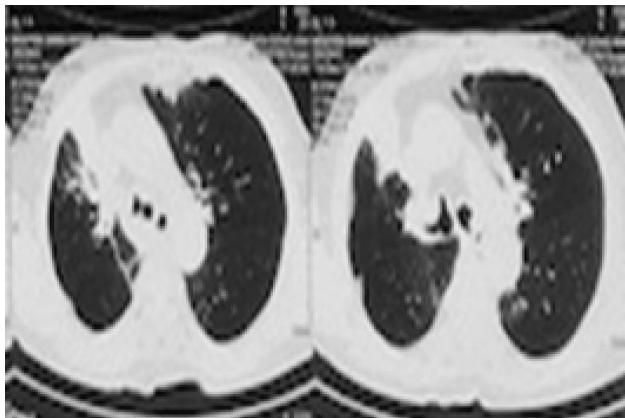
Hình ảnh CT ngực cho thấy dày thành khí quản, phế quản gốc hai bên
